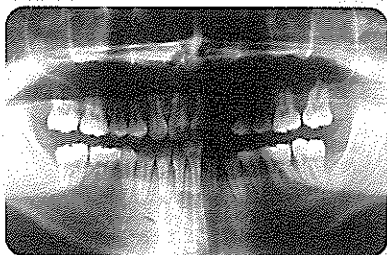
증례 2의 치료 후 파노라마, 측두두부방사선 사진, 중첩도.
